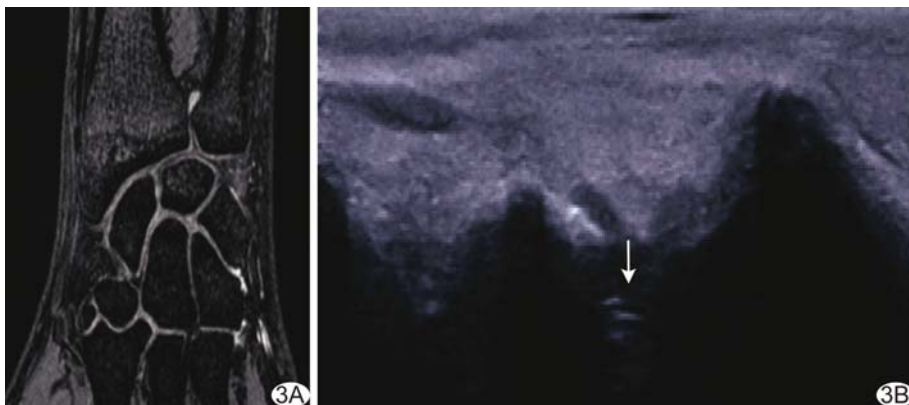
患者男,39 岁,右侧 TFCC 退行性损伤 A. MRI 显示右侧 TFCC 正常;B. 超声显示 TFCC 内回声不均匀,可见细小斑片状稍强回声(箭)
